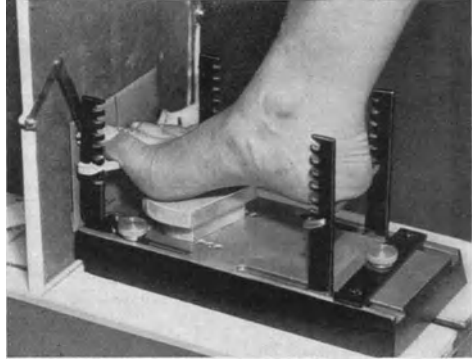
Fußbänkechen nach GÜNTZ für Röntgenaufnahmen der Capitula metatarsal. und Sesambeine.
